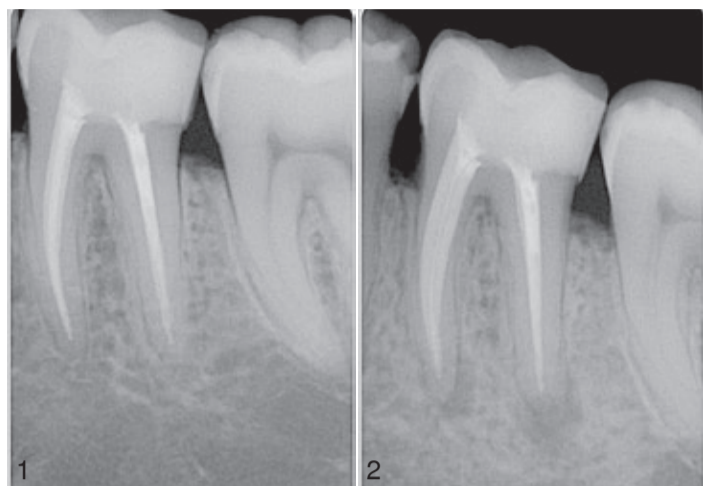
Radiografia tratamentului inițial al dintelui # 36 cu cinci ani înainte.
